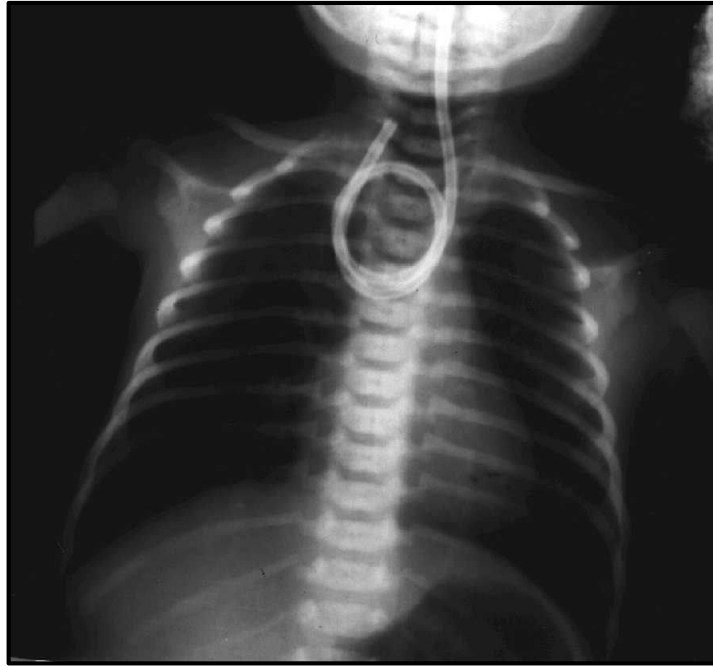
Radiographie de face montrant l'enroulement de la sonde nasogastrique.
